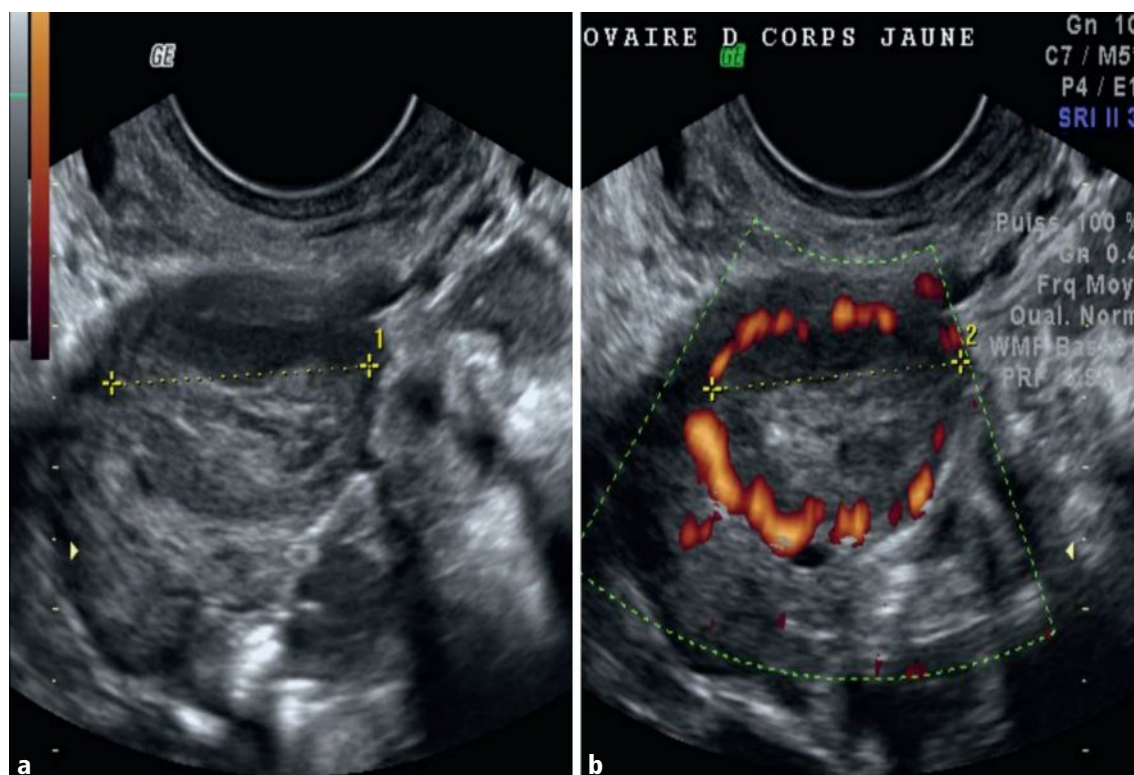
a, b Ovaire droit à J20, porteur d'un corps jaune de 21 mm (D1 et D2), hétérogène en mode B (a), et avec sa couronne vasculaire intense pariétale périphérique typique en mode Doppler couleur (b).
